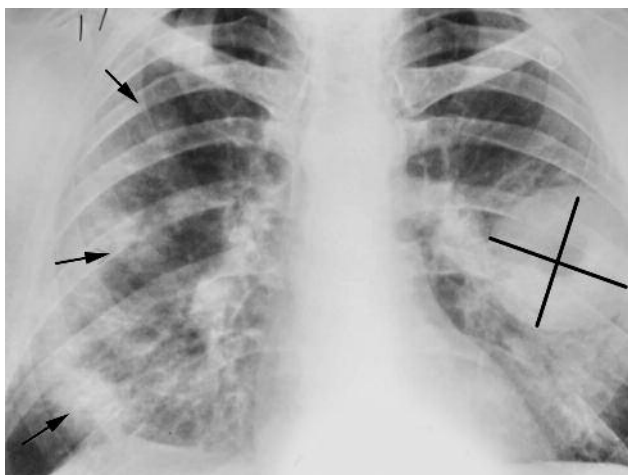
Рентгенография ОГП 07.07.13. Диагноз не установлен. Самочувствие без улучшения.
